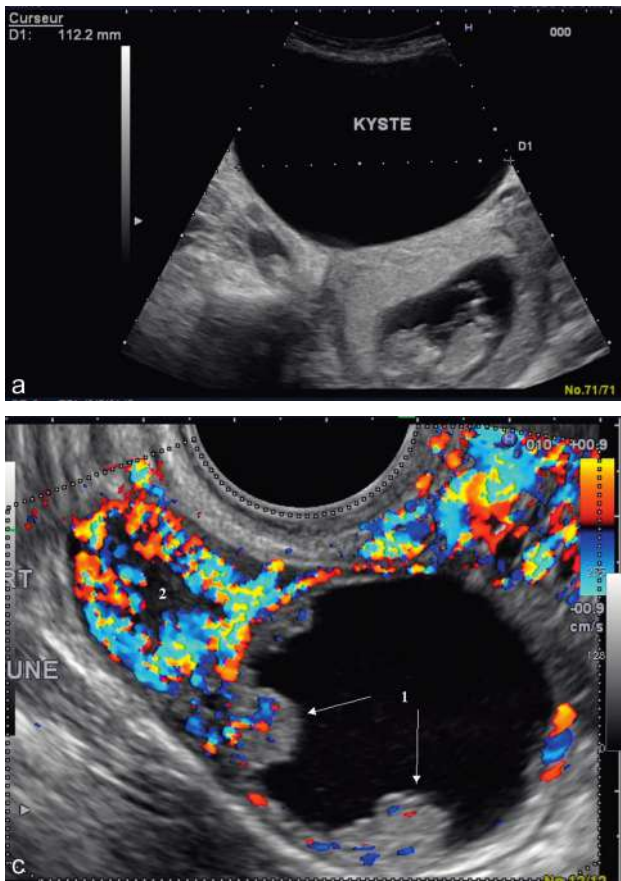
Kyste séreux. a. Piège : kyste séreux de 11 cm visible en avant de l'utérus gravide et pouvant simuler une vessie pleine. b. Kyste séreux prævia à 8 mois, enclavé dans le pelvis, refoulant le col vers l'avant. Coupes sagittale à gauche et transversale à droite. Césarienne en début de travail pour dystocie d'engagement. c. Kyste séropapillaire *borderline*, découvert à 12 SA : présence de végétations endokystiques vascularisées en Doppler couleur (1). Au contact du kyste, le corps jaune de grossesse est bien repéré par sa couronne vasculaire (2).
